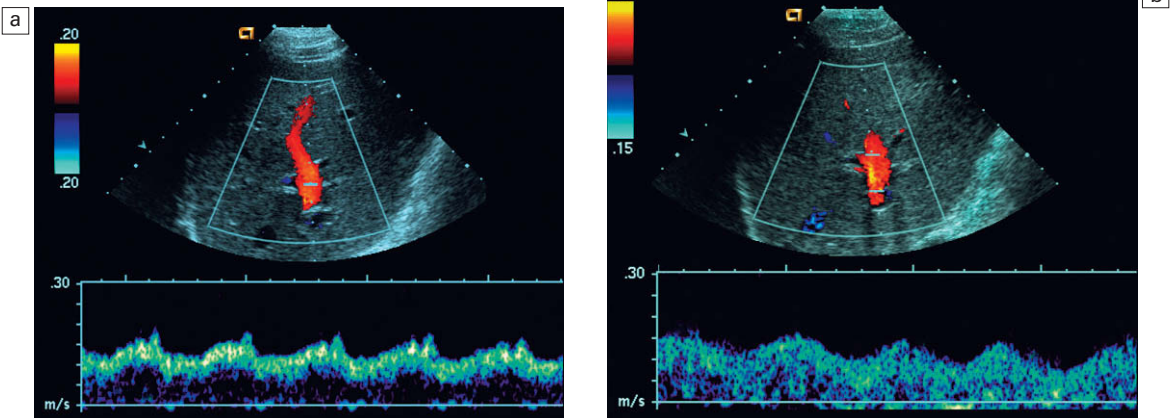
a) Trazado espectral Doppler de la vena porta con un volumen de muestreo pequeño y colocado en el centro. Se valora un flujo laminar fino y, por tanto, el trazado que se obtiene muestra un rango estrecho de velocidades con una «ventana» bajo el trazado. b) Se ha ampliado el volumen de muestreo para incorporar todas las velocidades de flujo laminar a lo largo de la vena porta. Obsérvese el «relleno» del trazado que produce una percepción de ensanchamiento del espectro.
